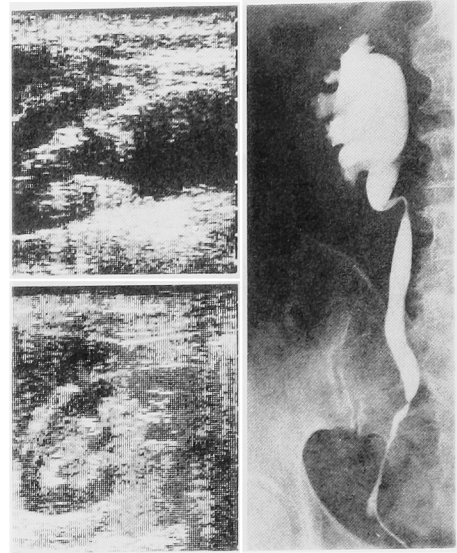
Ultrasonography and retrograde pyelography of the Case 2. The left upper ultrasonic photograph showing the dissociation of central echo complex of the right kidney when the abdominal pain and fever were occurred. The left lower ultrasonic photograph showing normal kidney after 14 days of the attack when the pain and fever were disappeared. The right photograph showing the retrograde pyelography. Narrowing of the lower ureter was pointed out in the right side.
